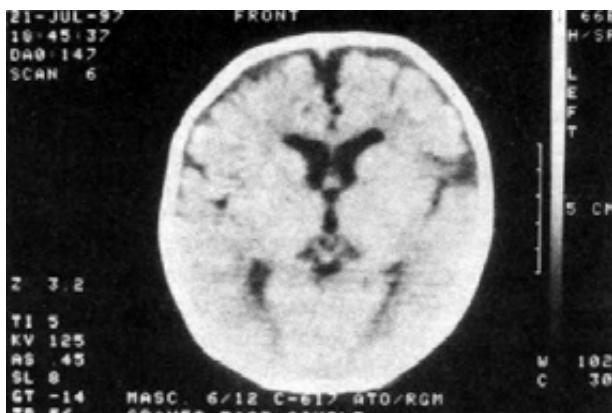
TAC de cráneo del gemelo II en un corte axial, en donde se muestran los datos de paquigiria, agrandamiento de los ventrículos laterales, la cisura interhemisférica profunda y la cisterna de Silvio izquierda más profunda (esquizoencefalía).
